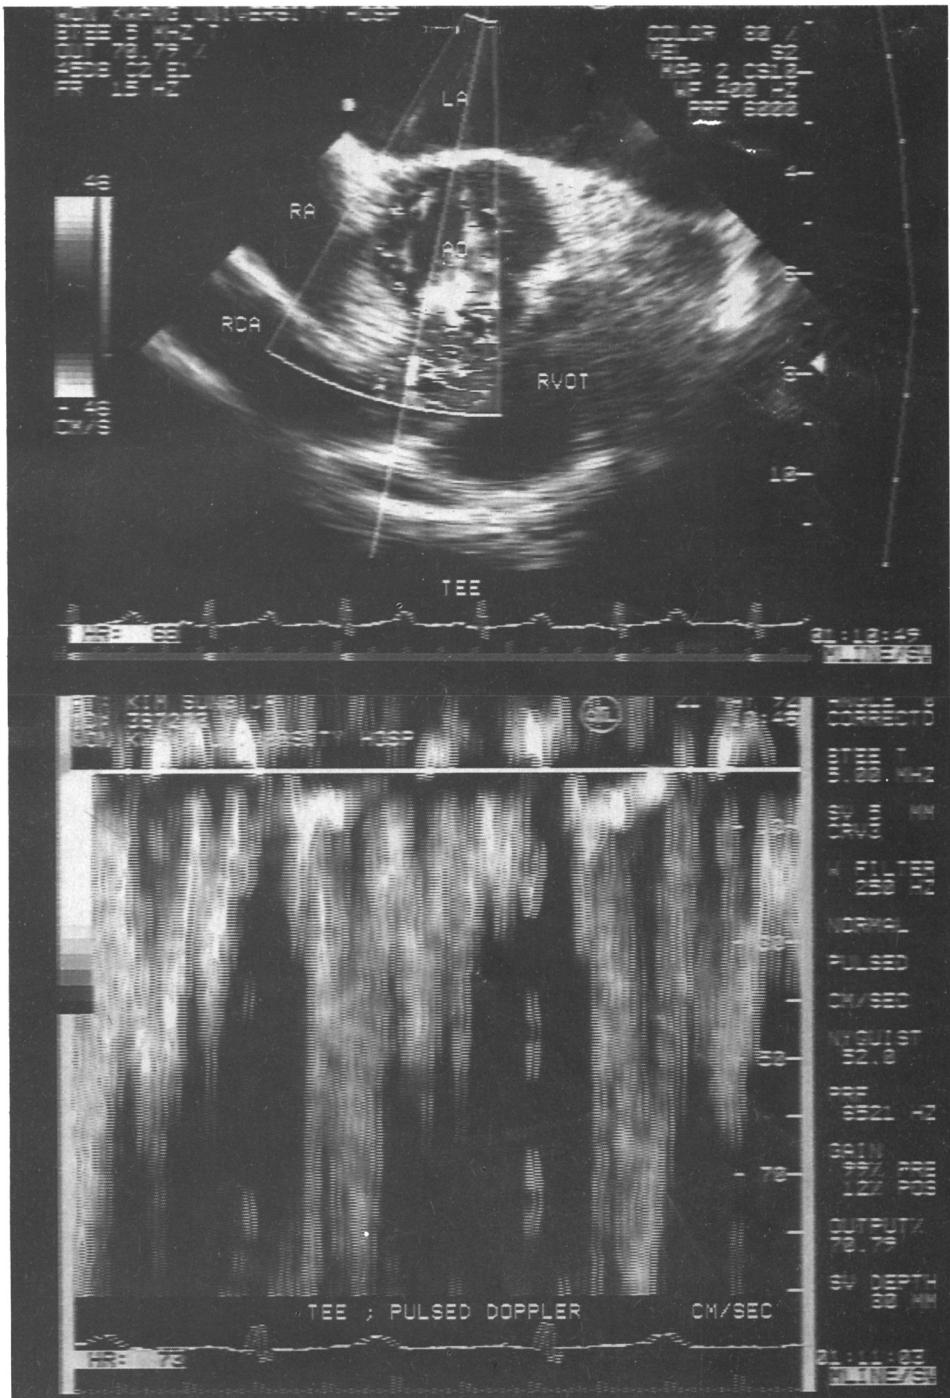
Transesophageal basal short-axis view(A) shows markedly dilated right coronary artery(RCA) containing mosaic-colored signals.
